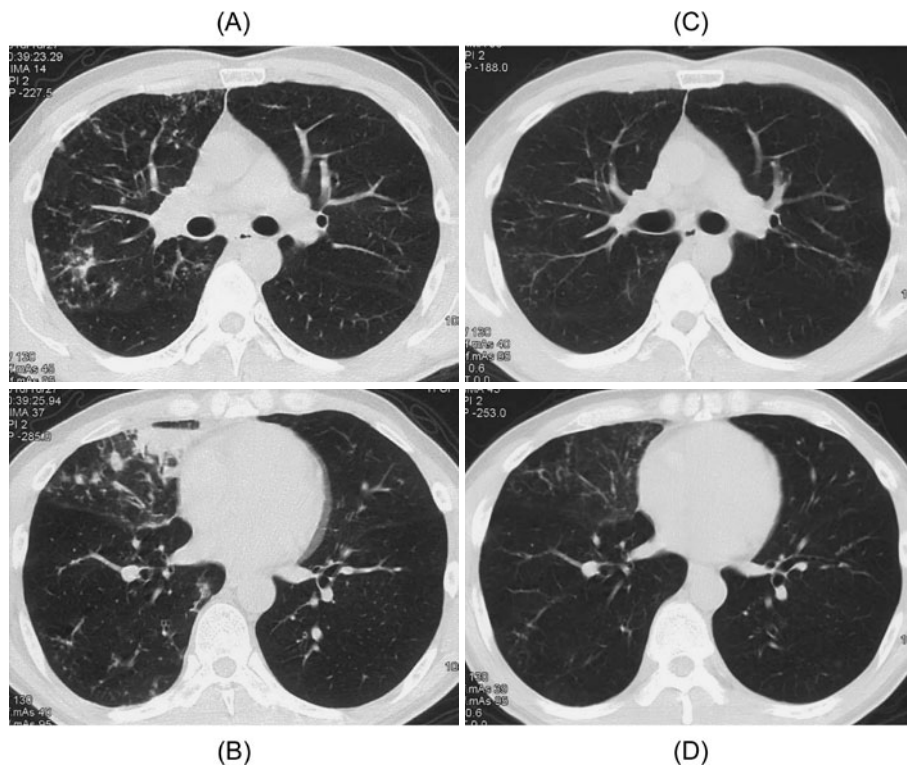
(A, B) Chest CT scan on admission showed small nodular shadows with centrilobular distribution in the right upper lobe and consolidation in the right middle lobe. (C, D) Chest CT scan after 6 months of treatment showed an improvement of shadows.
